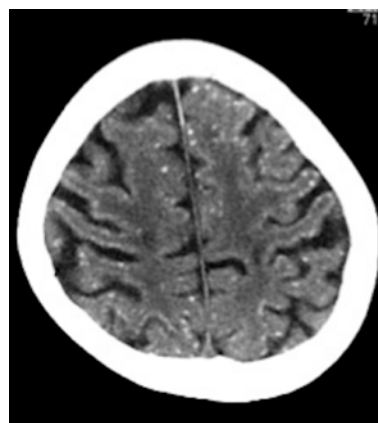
頭部単純CT (2012年7月). 大脳皮質を中心に石灰化を示唆する多数の点状高吸収域を認める.
